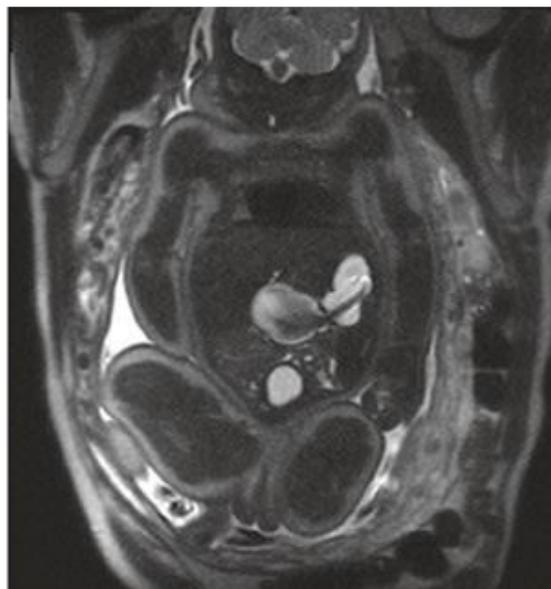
Признаки атрезии ДПК при МРТ плода
